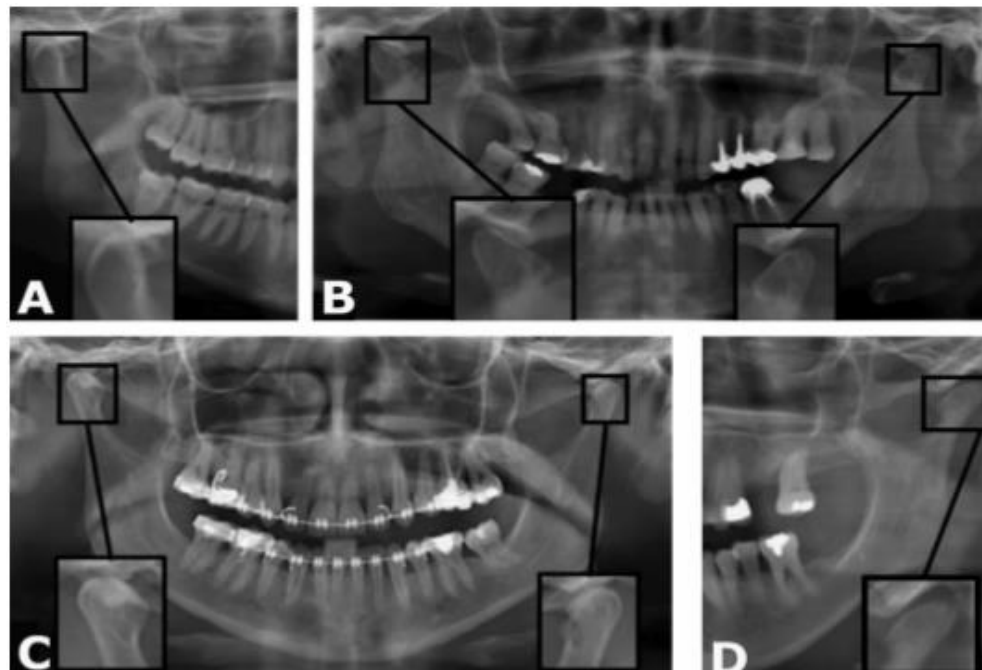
Radiografías panorámicas con signos de OA
